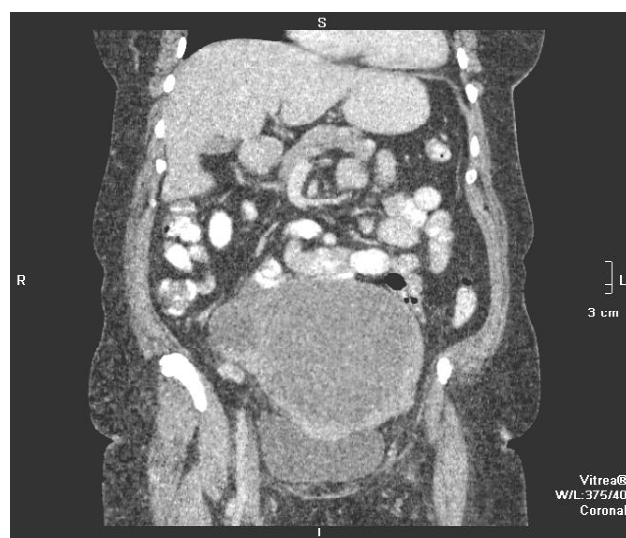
Зміни топографоанатомічного розташування внутрішніх органів при лейоміомі матки у жінок з глутеофеморальним типом ожиріння (спіральна комп'ютерна томографія).
